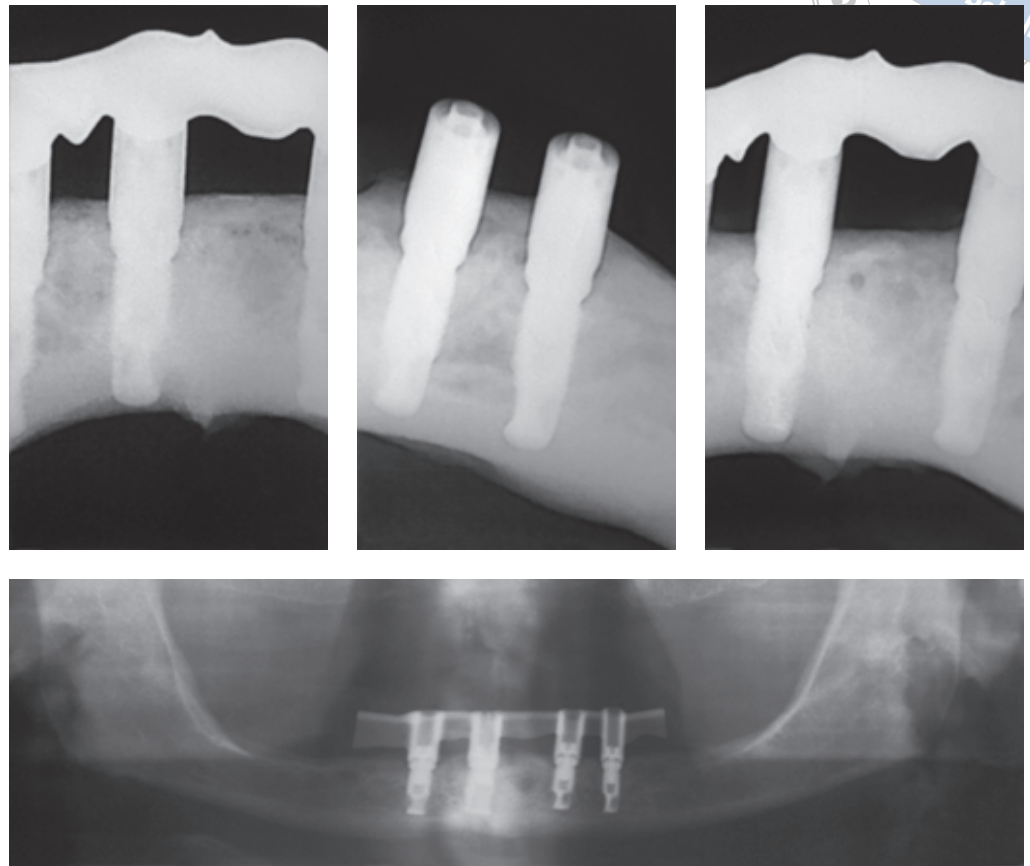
bis 1d Die Röntgenaufnahmen aus den Jahren 2001, 2004, 2006 sowie 2011 zeigen über die vergangenen 14 Jahre stabile Knochenverhältnisse mit nur marginalem Knochenabbau.
